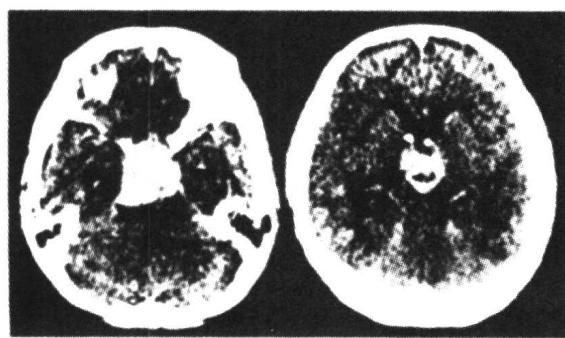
手术前增强CT扫描显示鞍上区一个大的肿块，扩展到后颅凹。
